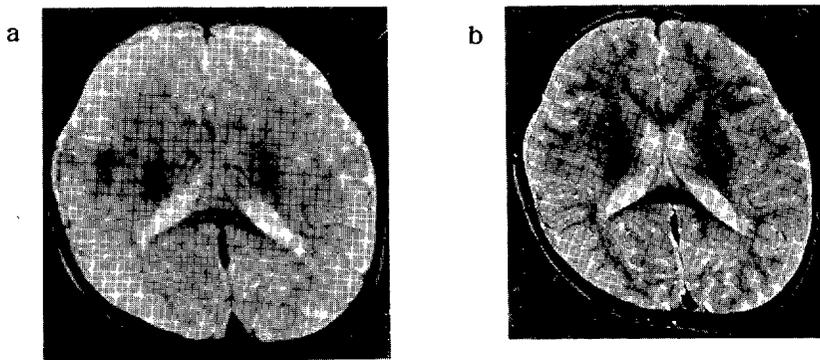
症例1のMRI (T<sub>2</sub>強調画像)
